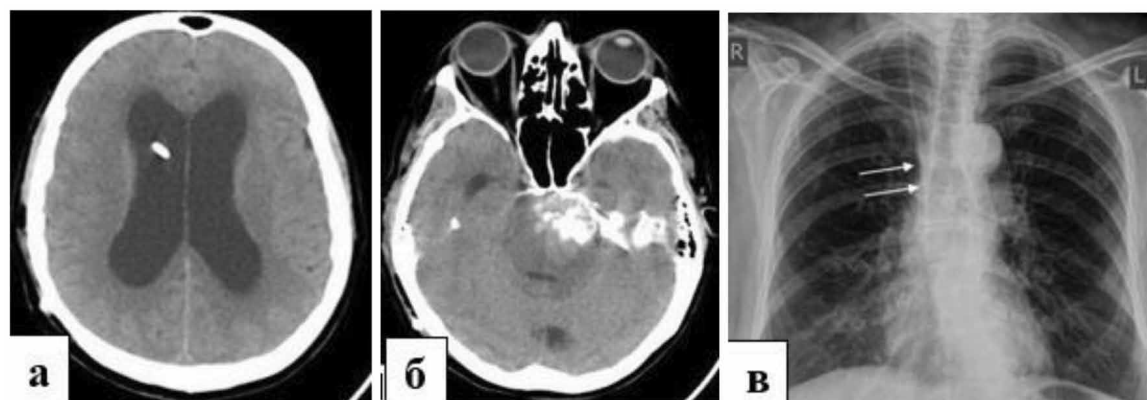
Контрольная компьютерная томография и рентгенограмма органов грудной клетки пациентки Р. после вентрикулоатриостомии. Визуализируется вентрикулярный катетер шунтирующей системы в переднем роге правого бокового желудочка (рис. 3, а), петрификаты в строме опухоли (рис. 3, б). При регистрографии органов грудной клетки визуализируется тень дистального катетера в проекции правого предсердия (указана стрелкой, рис. 3, в).
